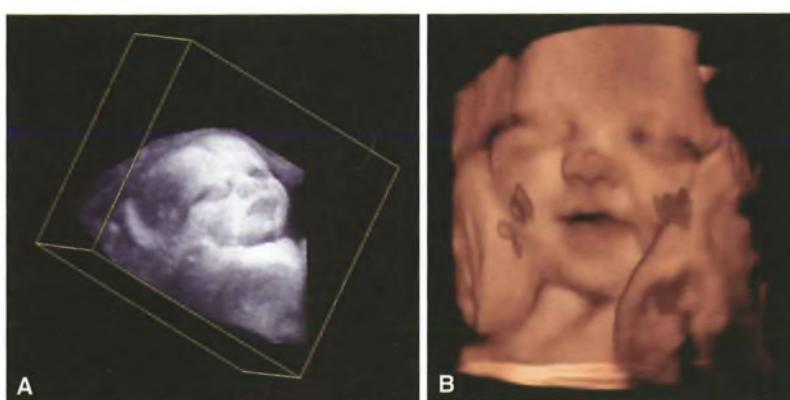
A) Ecografia tridimensionale in una gravidanza alla 34^a settimana. L'immagine mostra la ricostruzione tridimensionale del volto fetale. B) Stessa immagine ottenuta con ecografia quadridimensionale.
